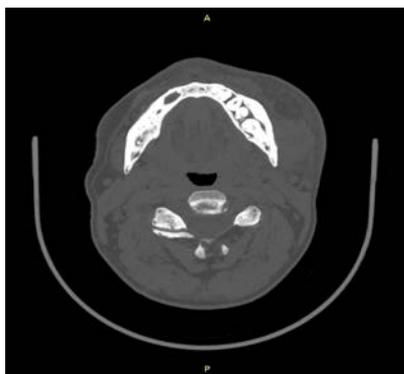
Компьютерная томография нижней челюсти с ретенированными и дистопированными зубами пациента И.
